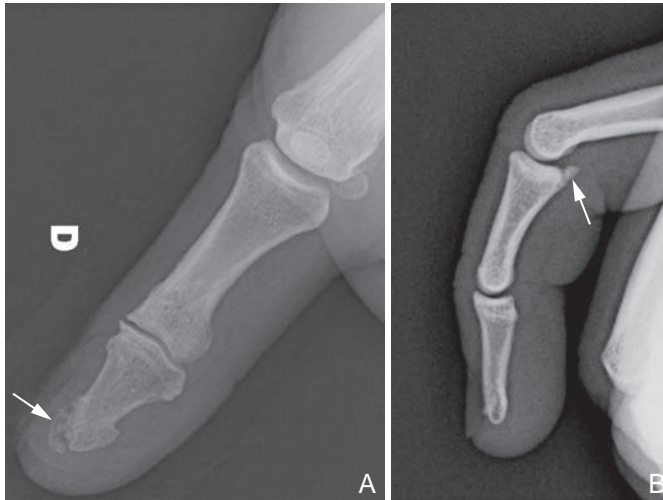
Radiographies de doigts montrant : une fracture par écrasement (A); une fracture par avulsion (B).
